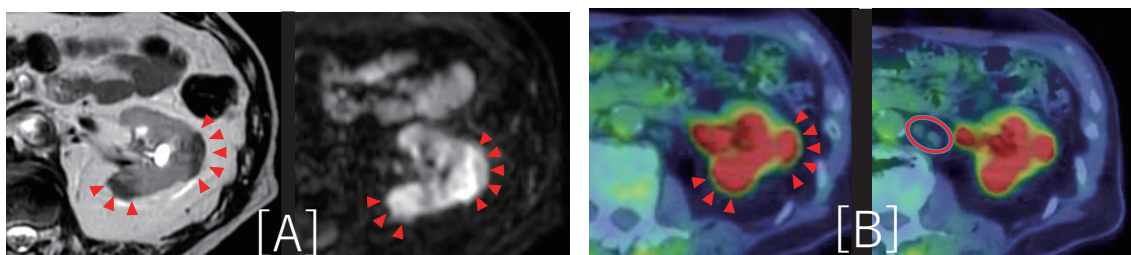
(A) Magnetic resonance imaging (MRI) showing a T2-weighted hypointense lesion with diffusion-weighted hyperintensity in the lateral and posterior aspects of the left kidney. (B) Positron emission tomography/computed tomography (PET-CT) demonstrating corresponding fluorodeoxyglucose (FDG) uptake in the same region.
